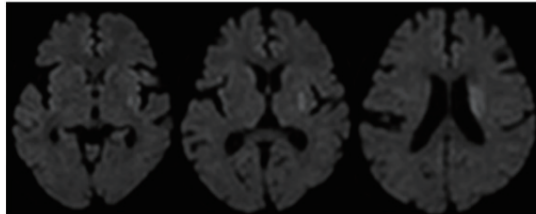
図3に示すようにアルテプラゼ静注療法の適応時間内である発症2時間で来院したNIHSS6点の頭部MRI画像を示し、アルテプラゼ静注療法の選択の有無、さらにアルテプラゼ静注療法を選択した場合、治療後2時間で神経症状増悪を認めた場合の抗血栓療法追加の方針について尋ねた。なお症例は急性期進行の可能性の高いLSA BADの症例である。
